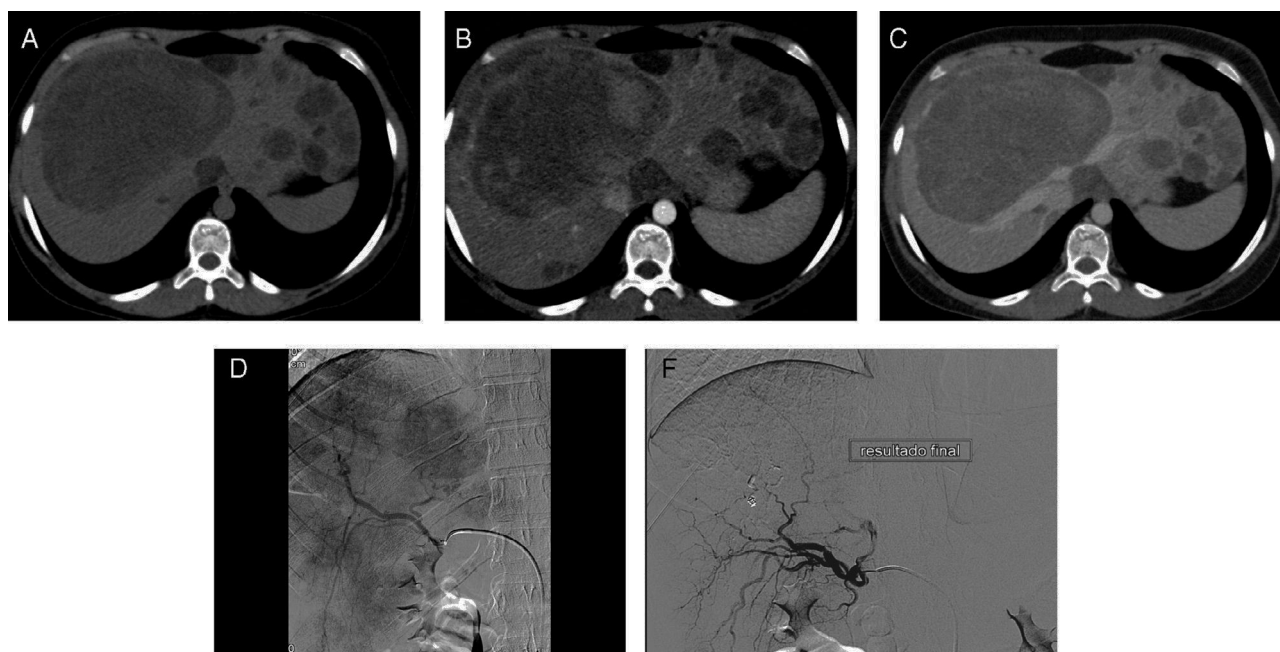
A-C) Estudio de tomografía computarizada sin contraste (A) y con contraste i.v. en fase arterial (B) y portal (C), que muestra múltiples lesiones compatibles con adenomas en mujer de 23 años que se presentó con hemoperitoneo y shock hipovolémico. D y E) Arteriografía (D) y embolización selectiva de la lesión mayor (E). La lesión de mayor tamaño estaba localizada en lóbulo hepático derecho y era responsable del sangrado. La lesión de mayor tamaño se embolizó con partículas de alcohol de polivinilo de 500-700 μ y colocación de *coils* en la arteria nutricia.
